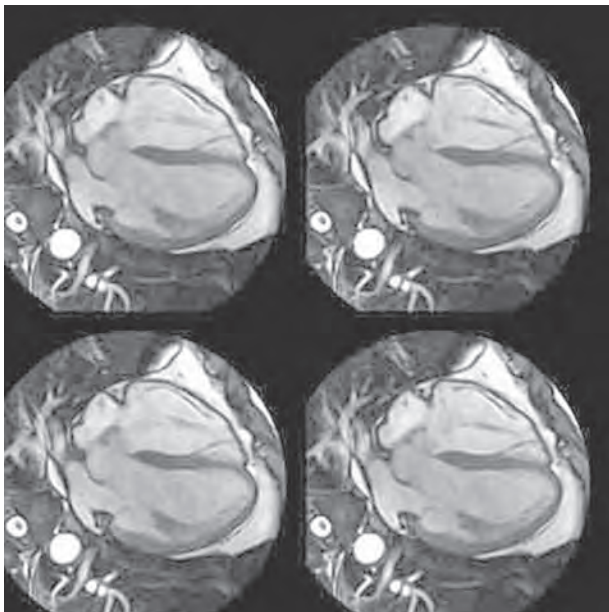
Магнитно-резонансная томография (срезы по длинной оси ЛЖ; режим «градиентного эха»; кровь в камерах сердца выглядит светлой).
